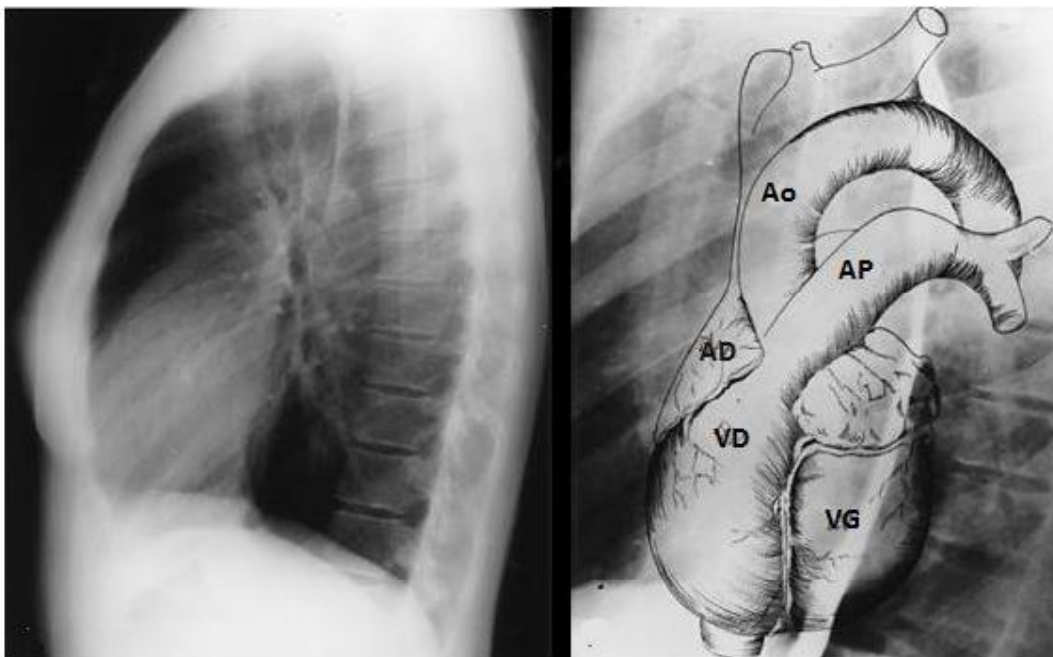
Radiographie thoracique de profil
